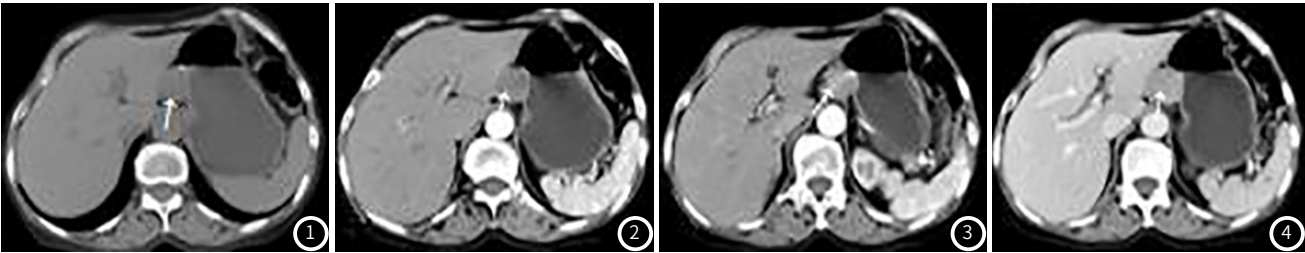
CT轴位平扫示：肝胃间可见类圆形软组织密度影，大小约 $29\text{mm}\times 30\text{mm}$ ，邻近胃壁侧边界不清，余边界尚清。图2 CT轴位增强示：肝胃间类圆形病灶动脉期呈明显均匀强化。图3 CT轴位增强示静脉期肝胃间类圆形病灶持续强化。图4 CT轴位增强示平衡期肝胃间类圆形病灶持续强化。
